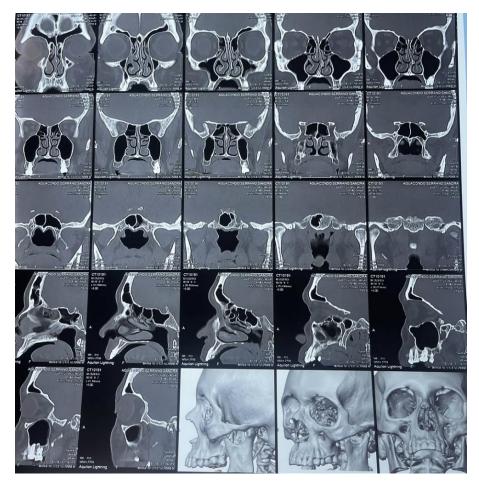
TAC con ventana ósea
